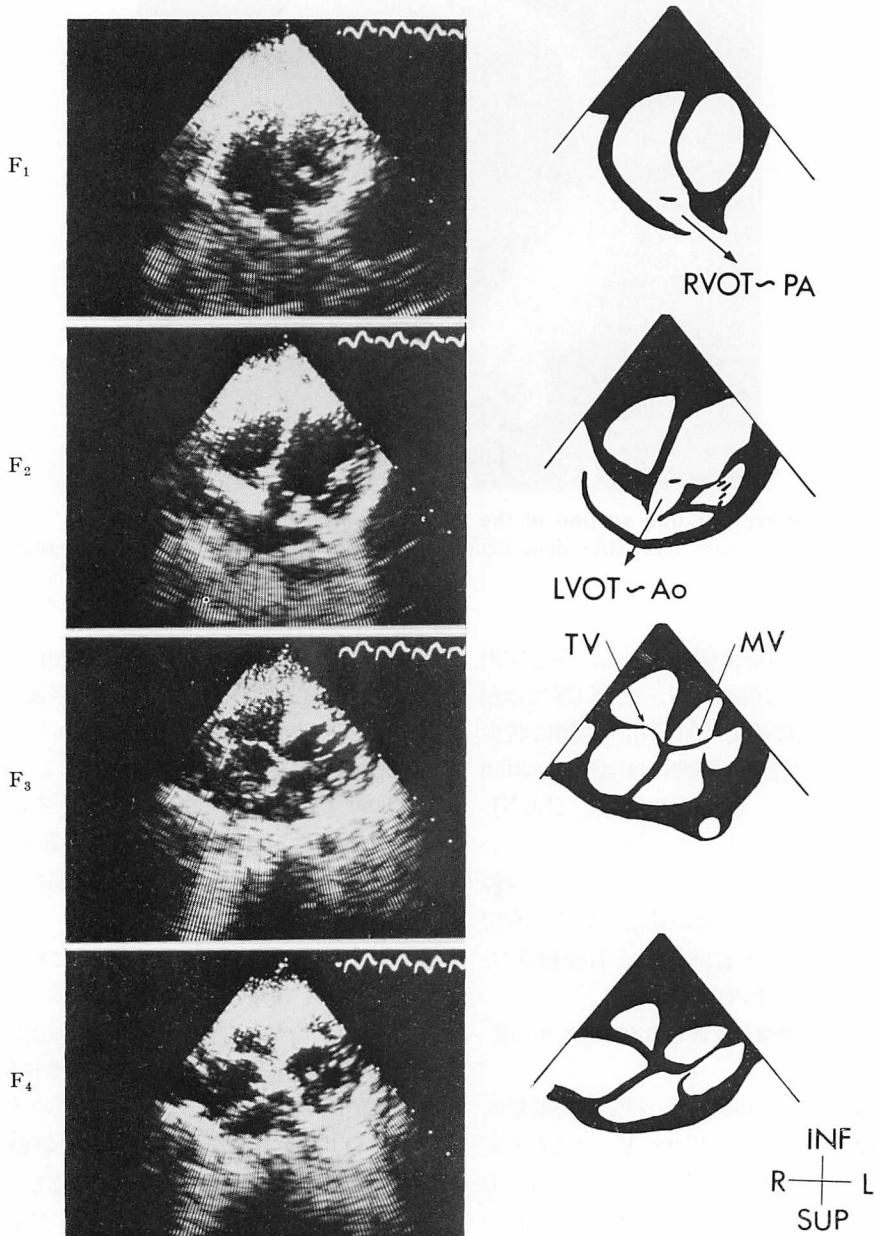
Two-dimensional echocardiographic views of different frontal planes from the normal human heart (plane F₁ to plane F₄).
